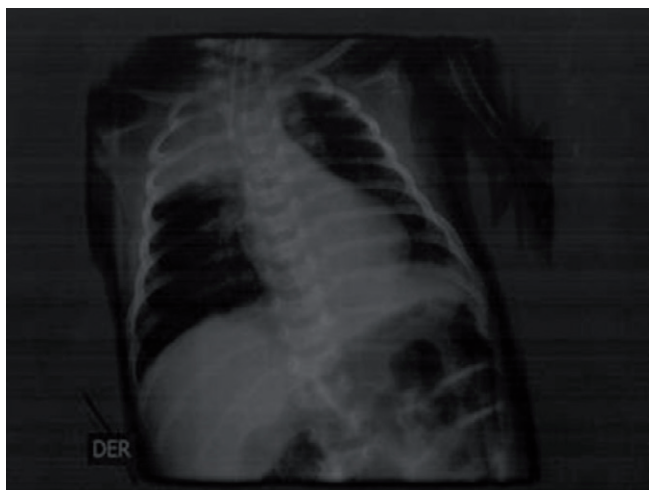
Imagen de radiografías de tórax practicadas a la paciente durante su hospitalización. Se aprecia atelectasia apical derecha.
